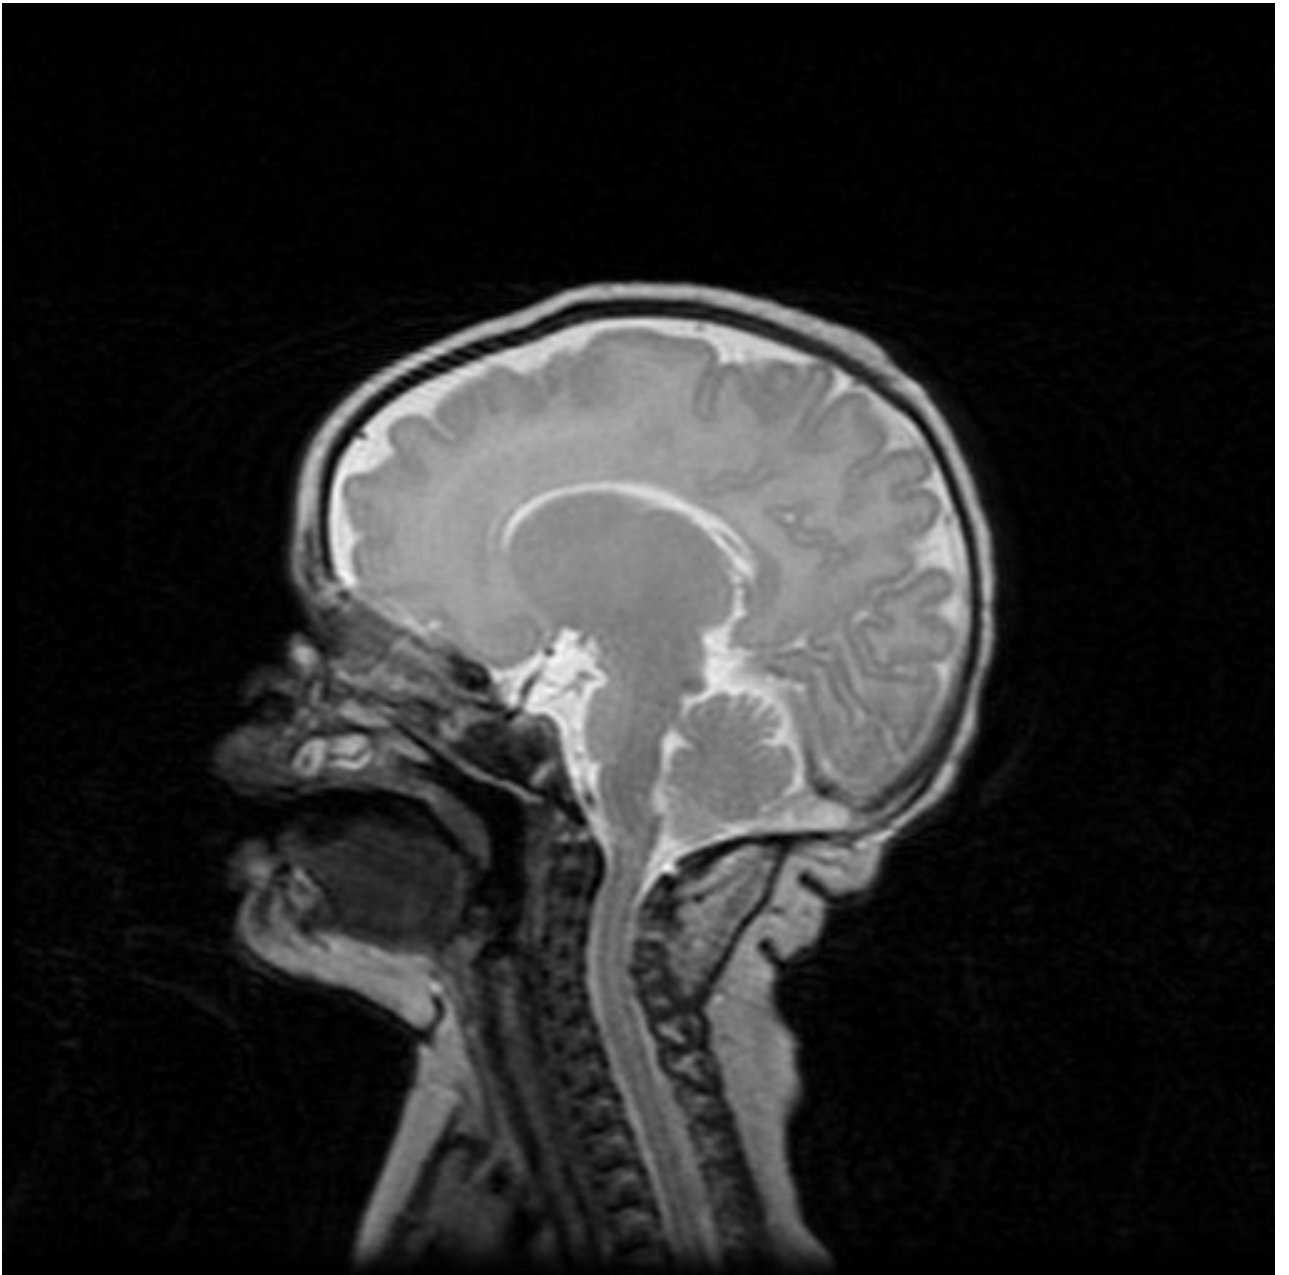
RMN caso clínico.
